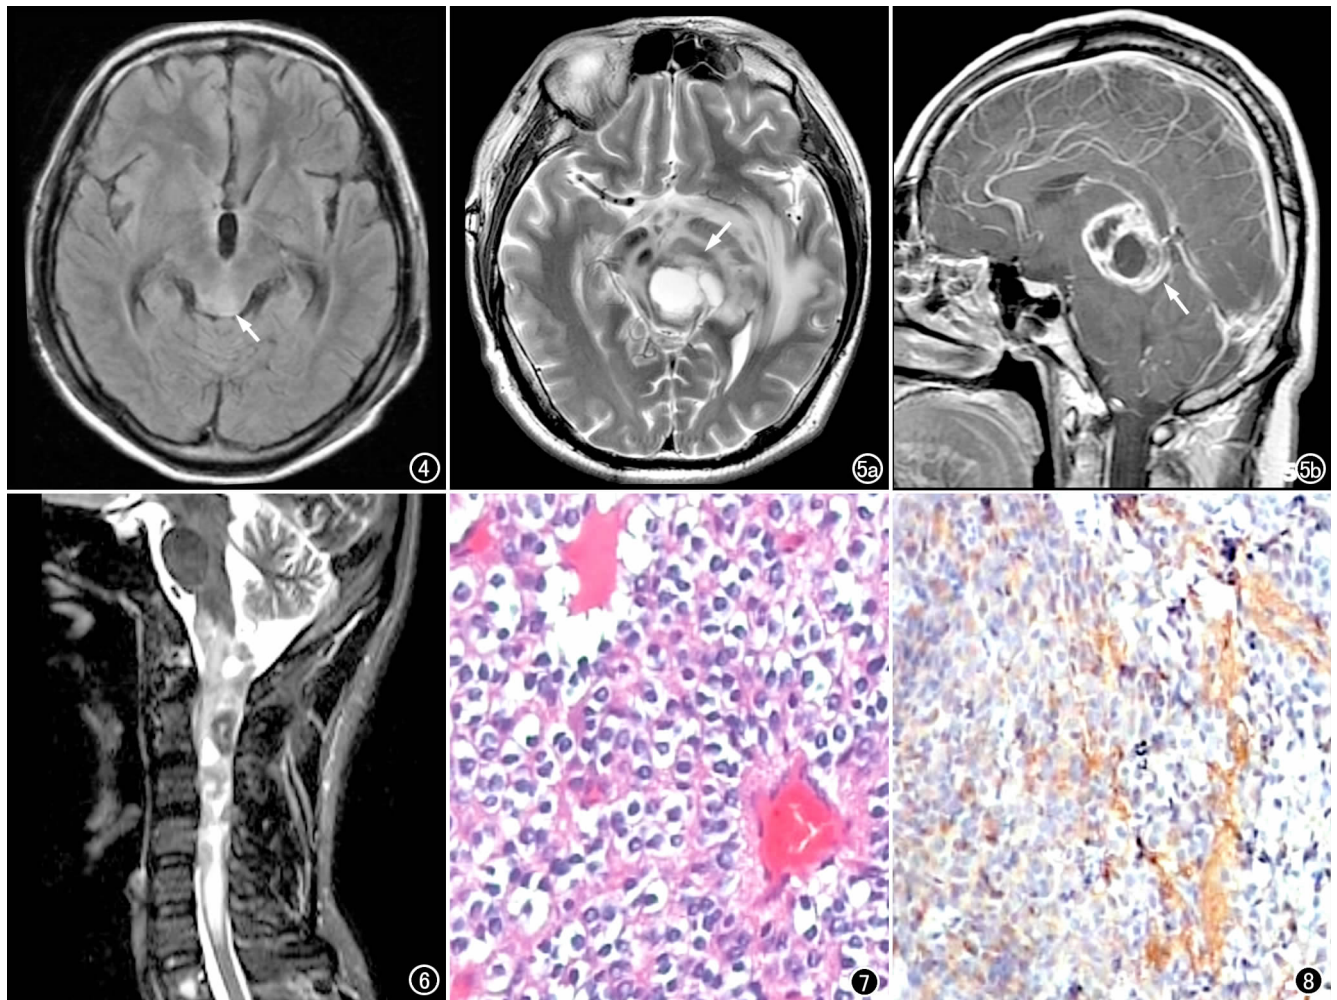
中脑 EVN, FLAIR 图像示肿瘤呈小片状稍高信号(箭)。图 5 中脑 EVN。a) T_2 WI 示病灶呈稍高信号(箭), 其内有多发小囊状结构, 边缘有明显水肿; b) 矢状面增强扫描示病灶呈环形强化(箭)。图 6 颈髓 EVN, T_2 WI 示肿瘤为弥漫性病变, 呈不均匀高信号, 内有多发小囊状改变。图 7 镜下示肿瘤细胞弥漫性分布, 大小一致, 间质内小血管增生, 周围可见神经毡样结构($\times 200$, HE)。图 8 免疫组化突触素染色, 镜下示染色阳性细胞弥漫性分布($\times 100$)。
